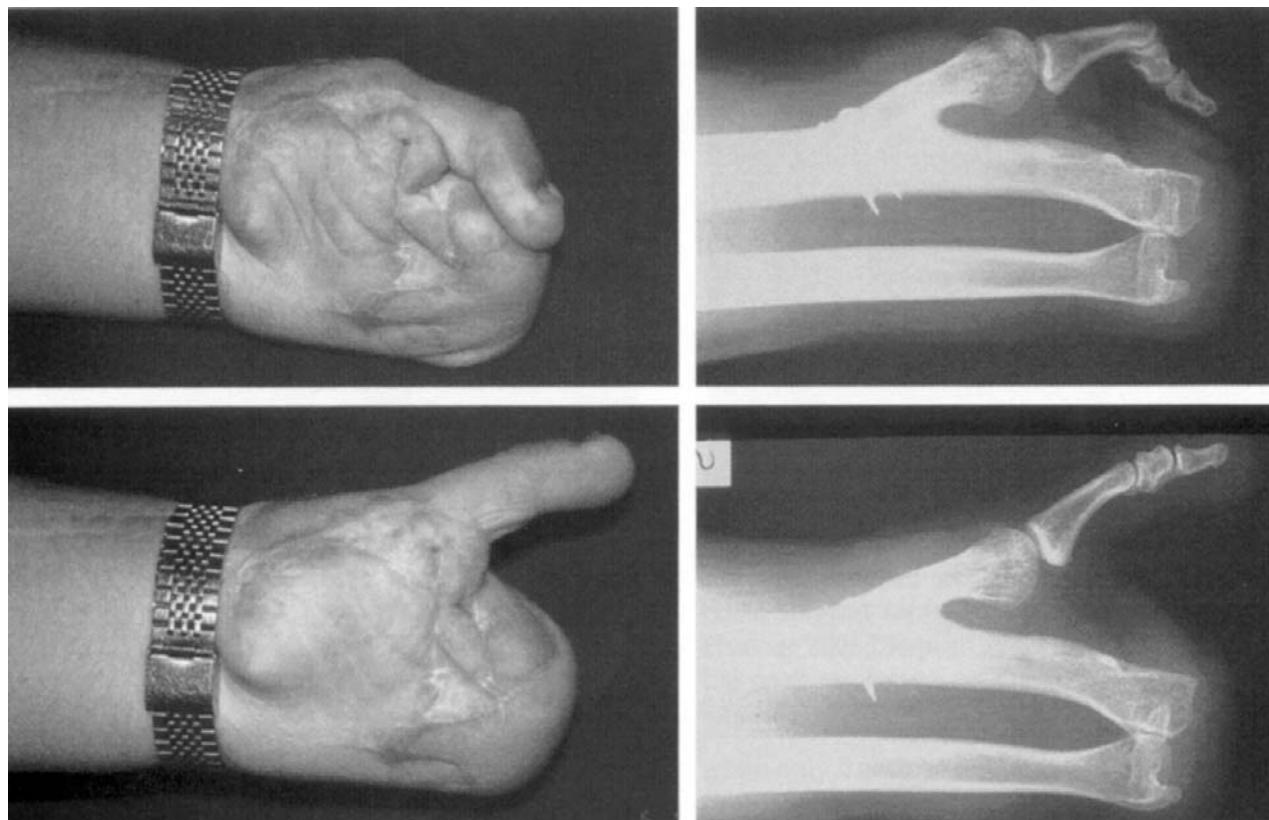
Хорошая подвижность пересаженного пальца стопы у пациента №8 показана клинически и рентгенологически. Рентгенологически также видна правильная конфигурация восстановленного большого пальца. Публикуется с разрешения из книги: Surgical Techniques in Orthopaedics and Traumatology, Elsevier 2001, Chapter 55-390-B-10; Functional restoration of the no-finger hand
